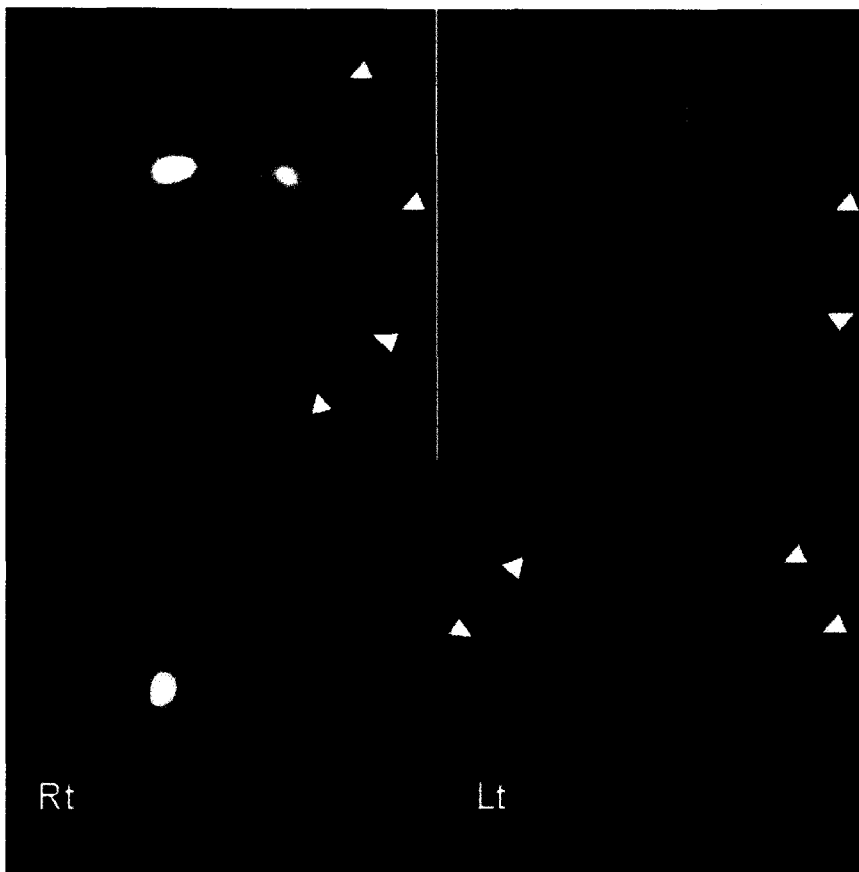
Tc-99m ECD brain SPECT performed at symptomatic period shows diffuse hypoperfusion to the left cerebral hemisphere with sparing of the basal ganglia.
